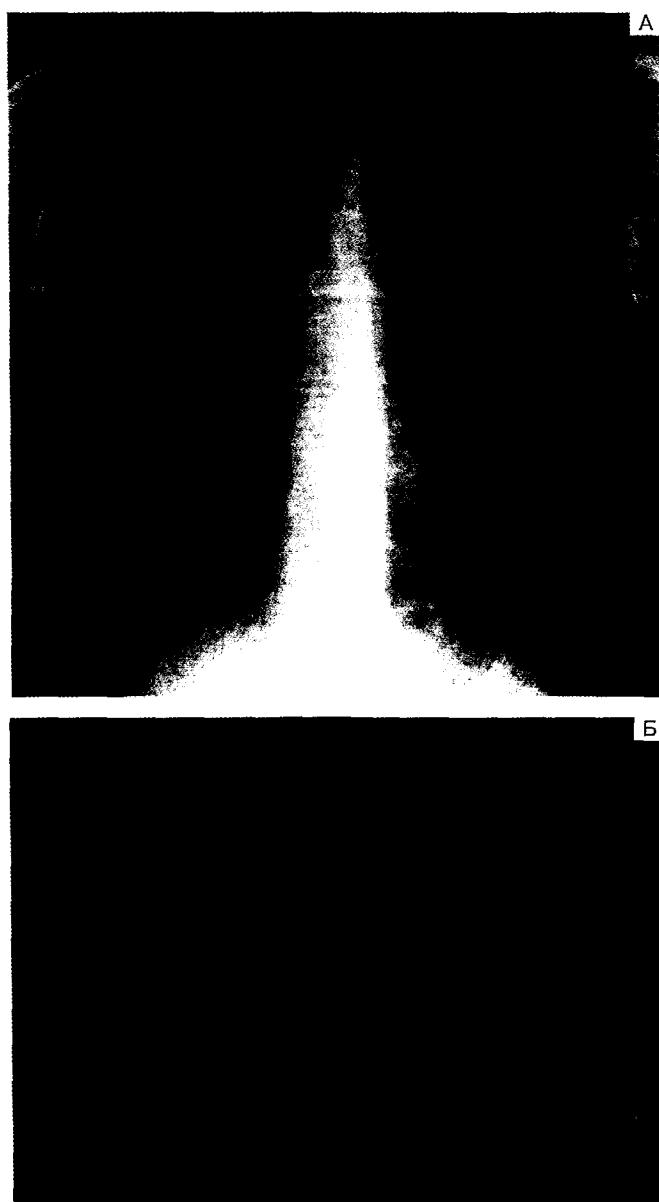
Рентгенограмма (А) и КТ (Б) грудной клетки при периферическом раке верхней доли левого легкого с множественными мелкими внутриорганными метастазами. На КТ метастазы определяются лучше, чем на рентгенограмме (больной А., 60 лет, и/б 02/13503).
